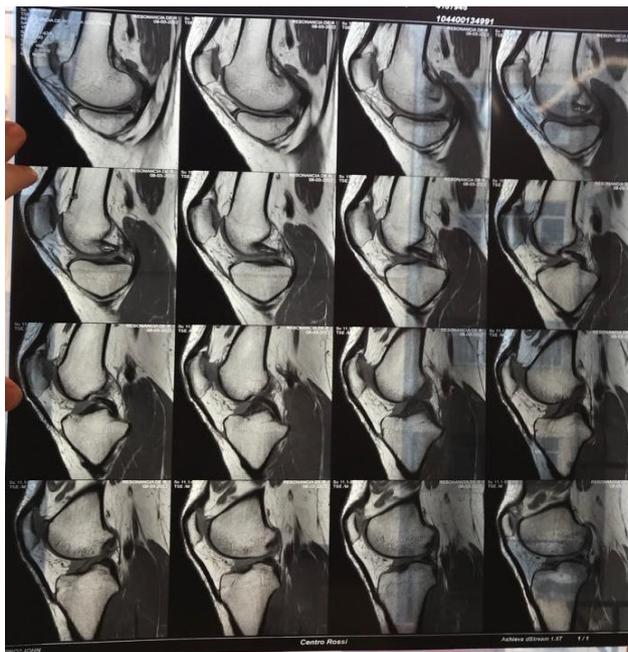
Imagen propia de la RMN otorgada por la paciente. (3-4-2022)
